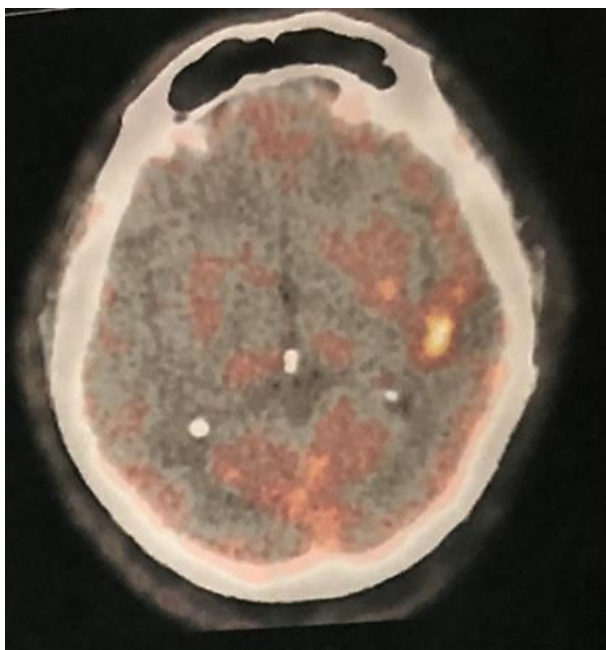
Пациент Б., 42г., (и/б №21585-17, наблюдение 104). Глиобластома левых височной, теменной долей. Прогрессирование процесса по данным ПЭТ/КТ через 6 месяцев
